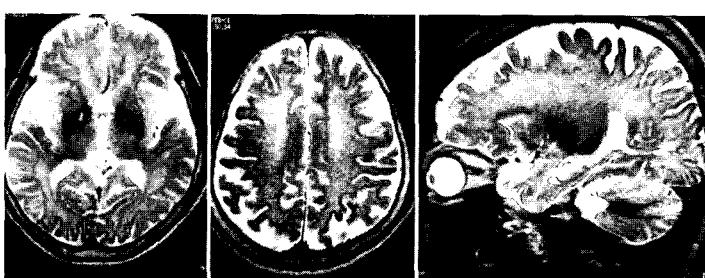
Axial and sagittal T2-weighted MR images show small nodular high signal intensity in the right globus pallidus and confluent high signal intensity in the bilateral periventricular white matter and centrum semiovale, extending into the subcortical U fibers.
